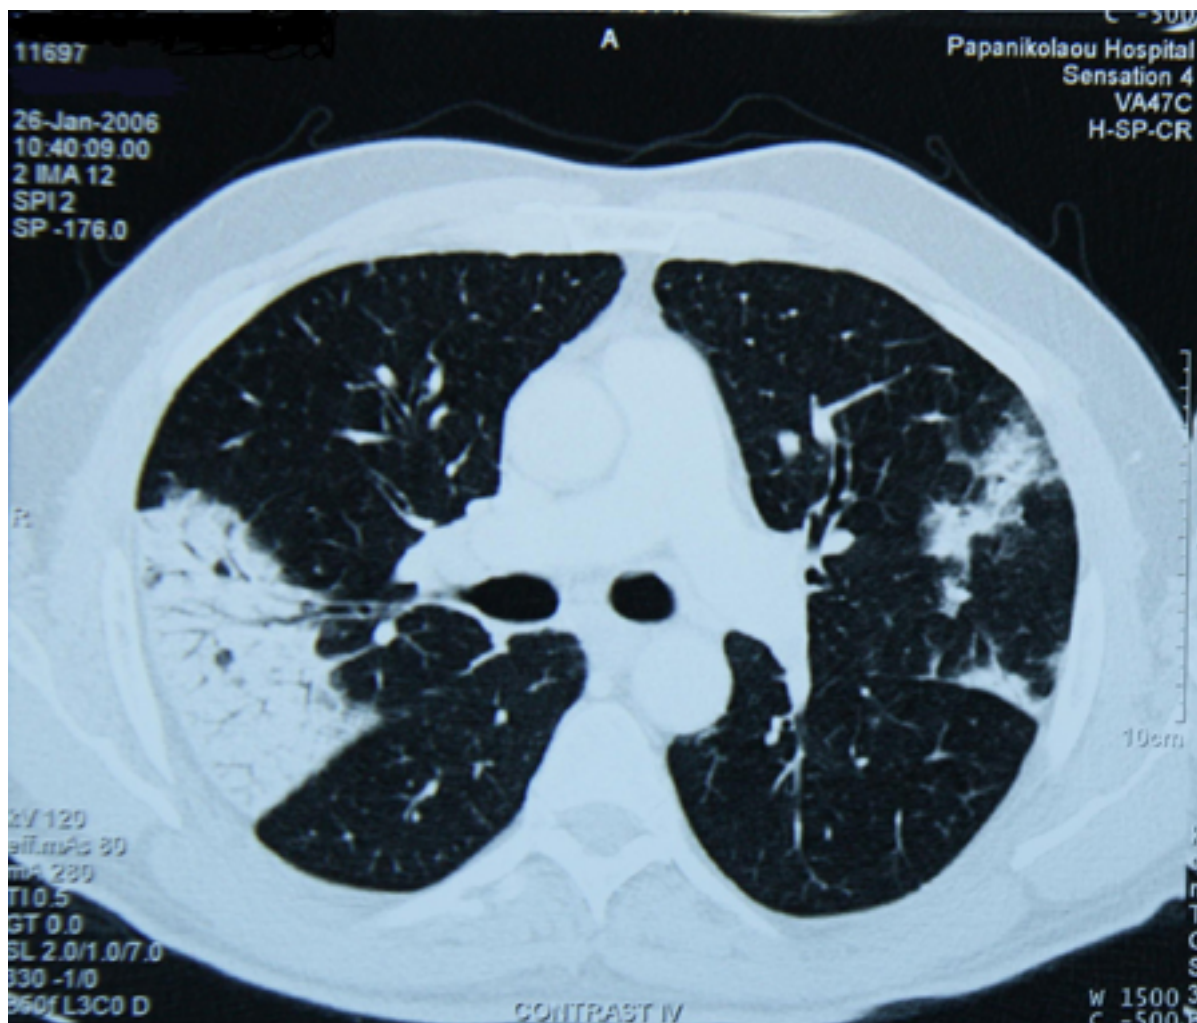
Chụp CT ngực thấy đường thở giãn và dày và hình ảnh chồi cây ở ngoại biên trên bệnh nhân bị giãn phế quản
